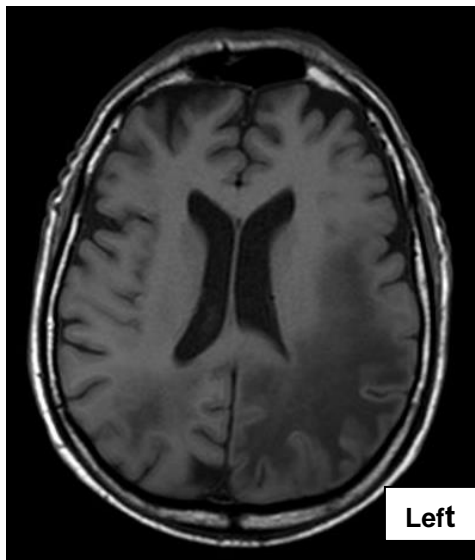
IRM en hyposignal plus limitées en T1, de siège pariéto-occipital gauche, occipital droit, frontal bilatéral, sans masse sur les structures ventriculaires ou les sillons
